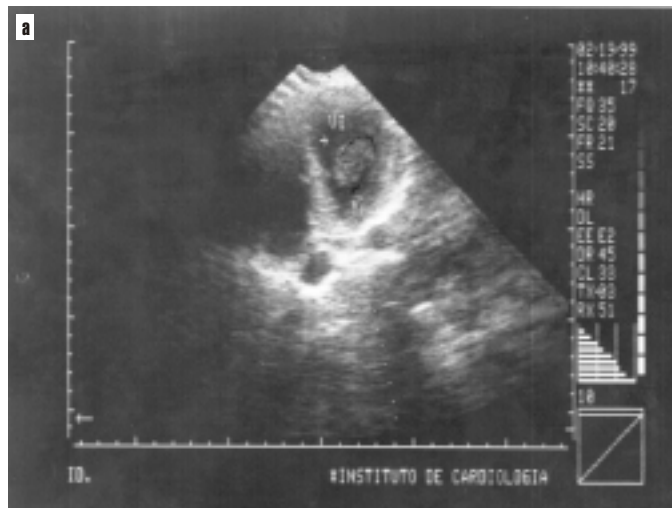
Imagen de ecocardiograma bidimensional. a) Se observa una imagen ecodensa redondeada en el interior de la cavidad del ventrículo izquierdo, 16 h de iniciada la trombolisis con SKr. b) Nótese la desaparición completa de la imagen descrita con anterioridad a las 40 h de tratamiento trombolítico.
